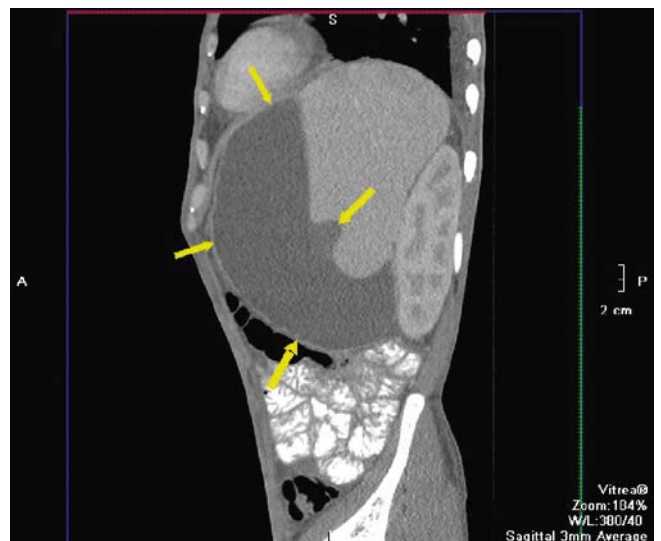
КТ-картина обширного абсцесса селезенки
